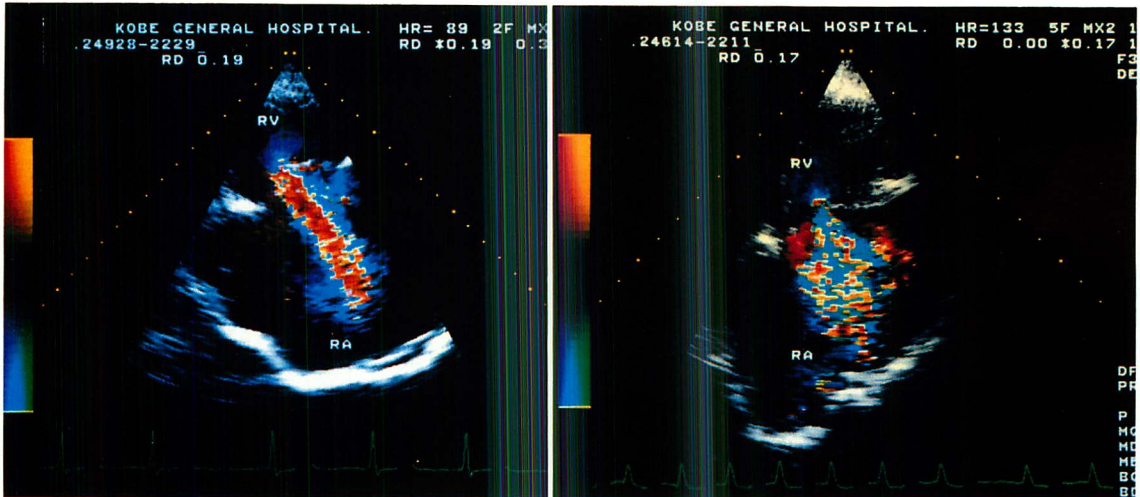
Color Doppler echocardiograms of a patient with silent severe tricuspid regurgitation (left) and of a patient with severe tricuspid regurgitation with a regurgitant murmur (right).
